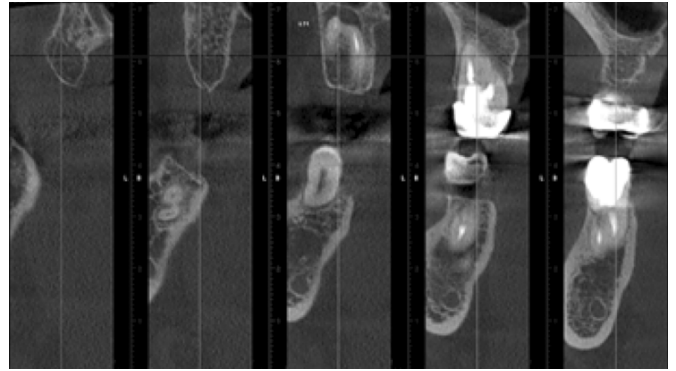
3Д. Срез КТ в области зуба 1.7. Визуализируется очаг деструкции 6,91 мм. Периодонтальная щель расширена. Корневые каналы запломбированы до верхушки корней
